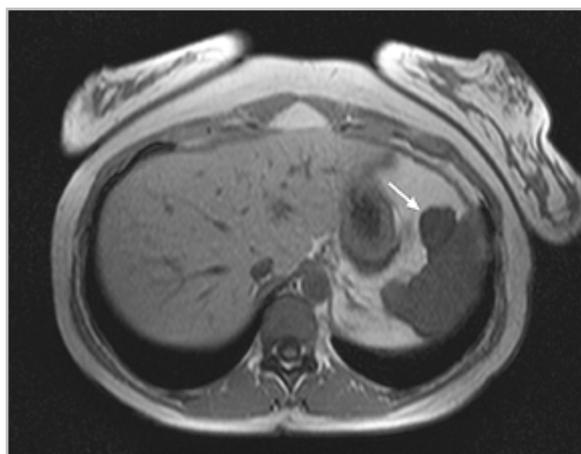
Аксиальная магнитно-резонансная томограмма, взвешенная по T1, на уровне верхнего этажа брюшной полости. Стрелкой обозначен опухолевый узел, расположенный по висцеральной поверхности селезенки, вовлекающий большой сальник (на уровне желудочно-селезеночной связки)
